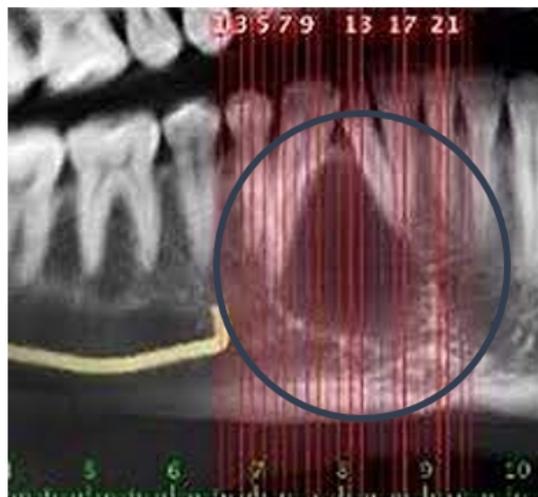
Rx periapical, presencia de quiste lateral periodontal que abarca desde la pieza 4.2 y 4.3
